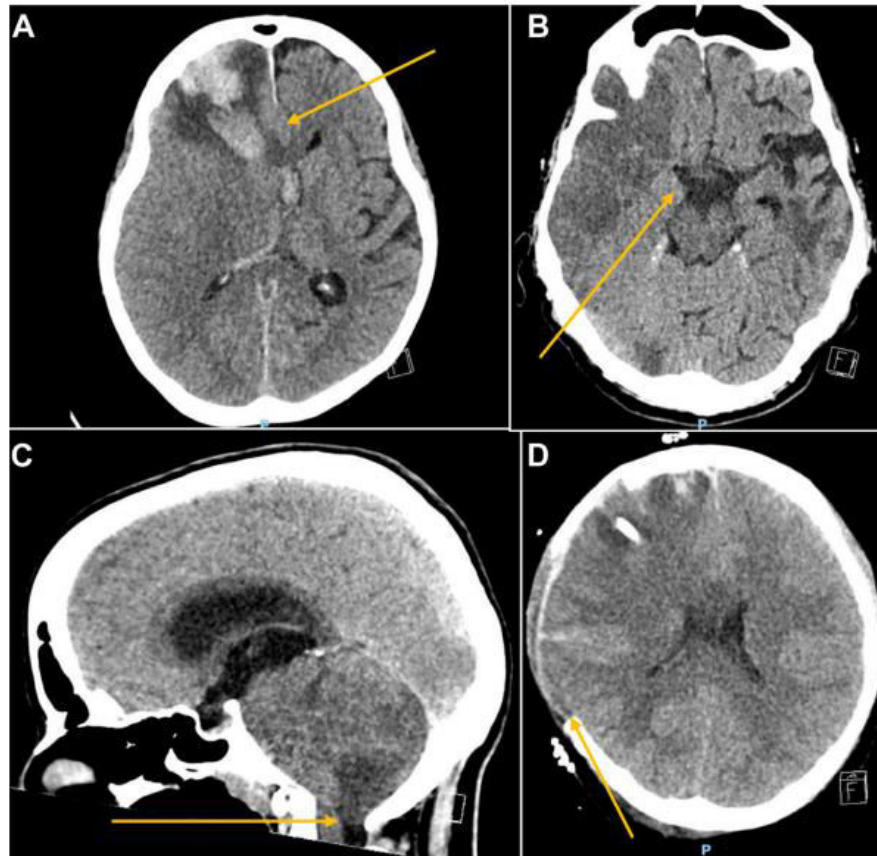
Representation of radiographic herniation. Radiographic examples of cerebral herniation. All are CT images without contrast. (A) Subfalcine herniation after intracerebral hemorrhage. Arrow points to cingulate gyrus under the falx. (B) Uncal herniation after large right MCA stroke. Arrow points to uncus causing displacement of the midbrain. (C) Transforaminal tonsillar herniation after cerebellar stroke. Arrow points to cerebellar tonsil below the level of the foramen magnum. (D) Transcalvarial herniation after DC for treatment of severe TBI. Arrow points to the area of the brain compressed against bony defect and herniation.
